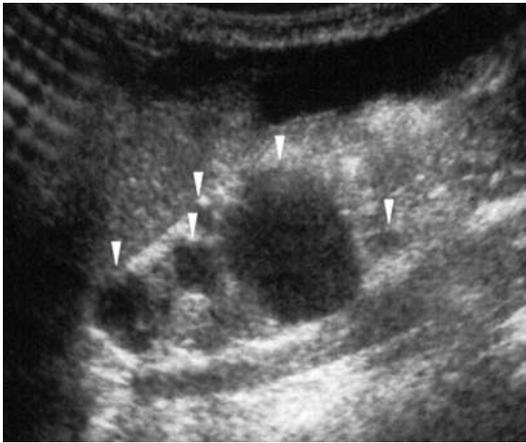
Rene multicistico. La scansione ecografica longitudinale evidenzia alcune formazioni di aspetto cistico (punte di freccia) nel contesto del parenchima renale che risulta ridotto di spessore
